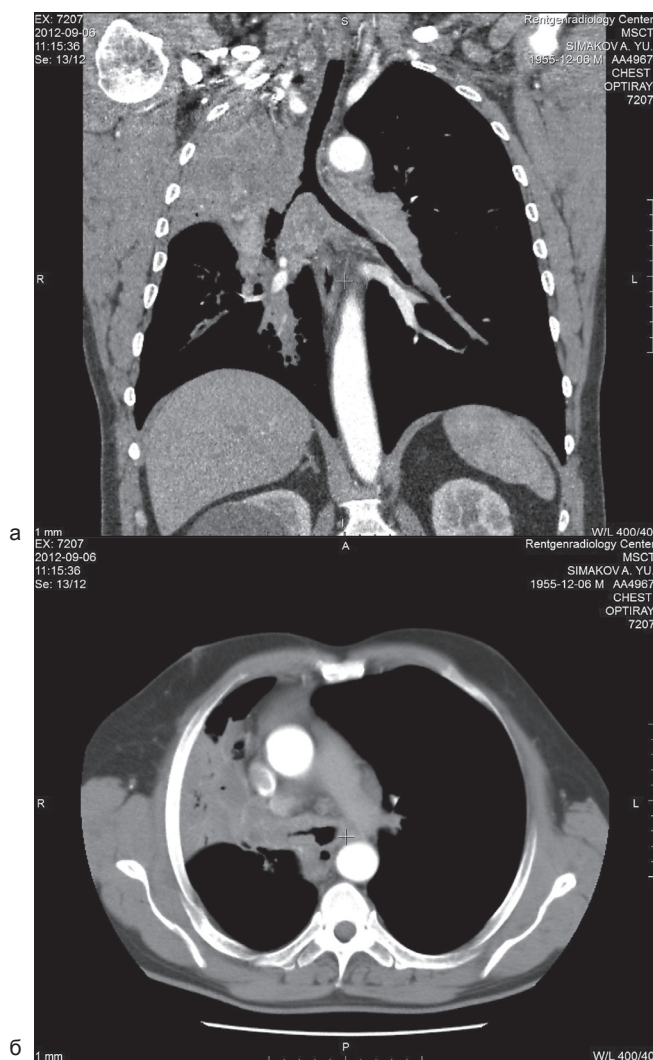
МСКТ ВБ. Центральный рак верхней доли правого легкого, ателектаз верхней доли, распространение опухоли на главный бронх, трахею: а) MinIP, фронтальная реконструкция; б) аксиальный срез – правый главный бронх сужен за счет опухолевой инфильтрации, подозрение на опухолевое поражение трахеи
